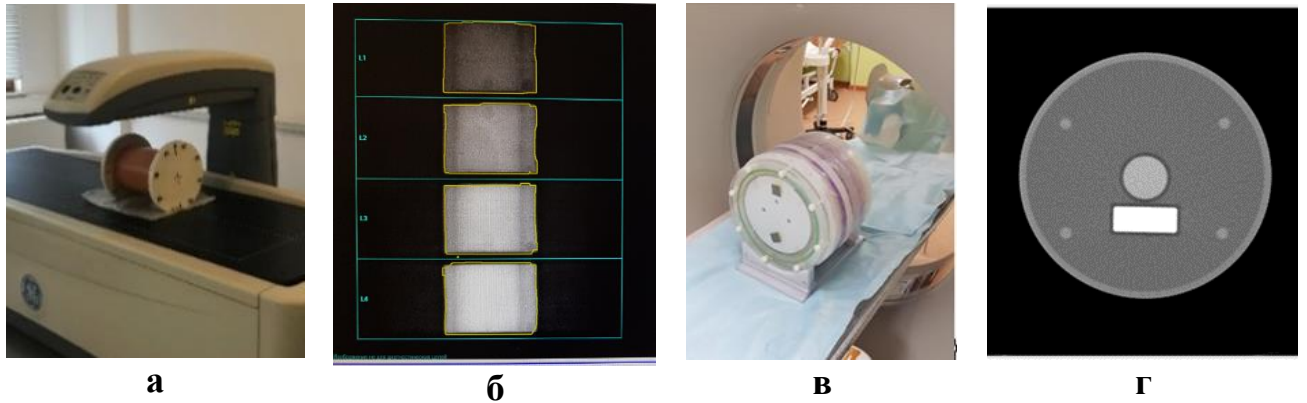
Изображения фантома при сканировании: а – на ДРА Prodigy (Lunar, GE), б – проекционное изображение фантома при ДРА, в – при ККТ-исследовании на КТ Aquilion 64, Canon, г – аксиальный КТ-срез
